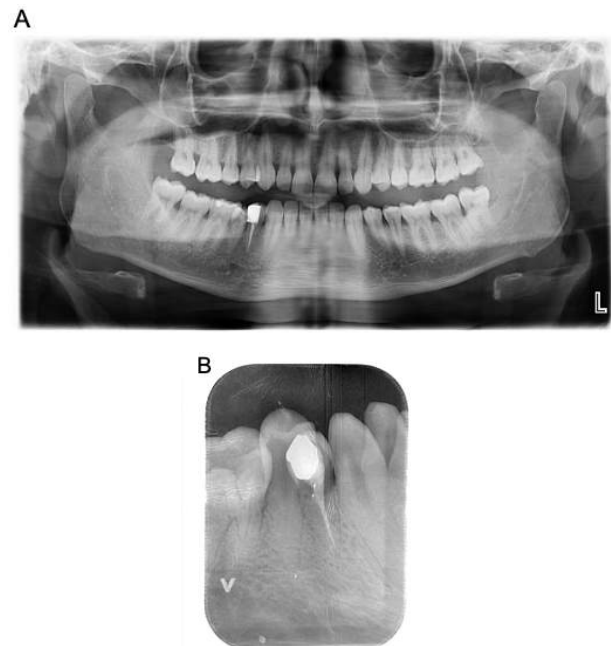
(A) panoramic radiography and (B) periapical radiograph of the patient before starting treatment.
